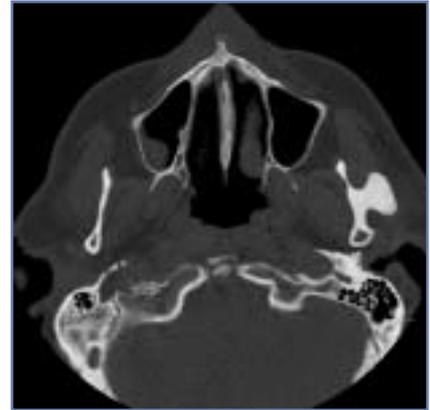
Charakteristisches Bild eines Osteoms im axialen CT unmittelbar vor dem linken Kiefergelenk.
